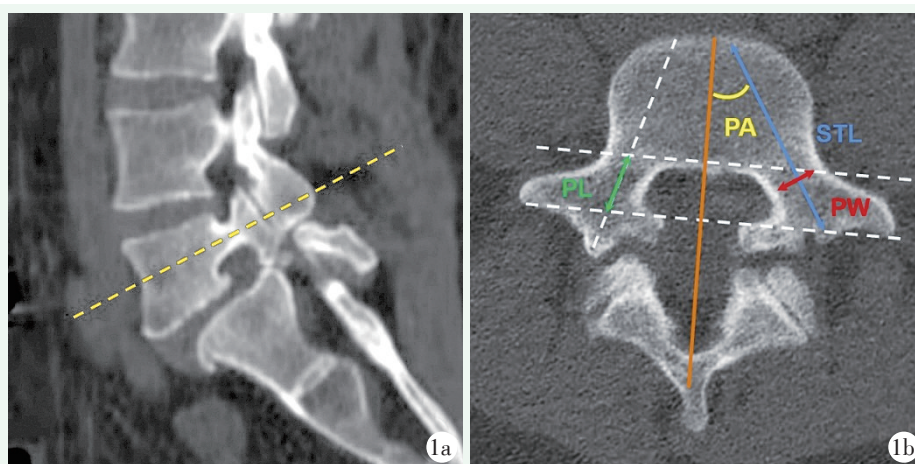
腰椎椎弓根 CT 影像测量。1a: 矢状位测量, 选择椎弓根矢状面中线 (黄线) 所对应的横断面作为参数测量标准层面; 1b: 平椎弓根切面测量, PL 为椎弓根长度, PW 为椎弓根直径, PA 为椎弓根内聚角, STL 为钉道长度。
